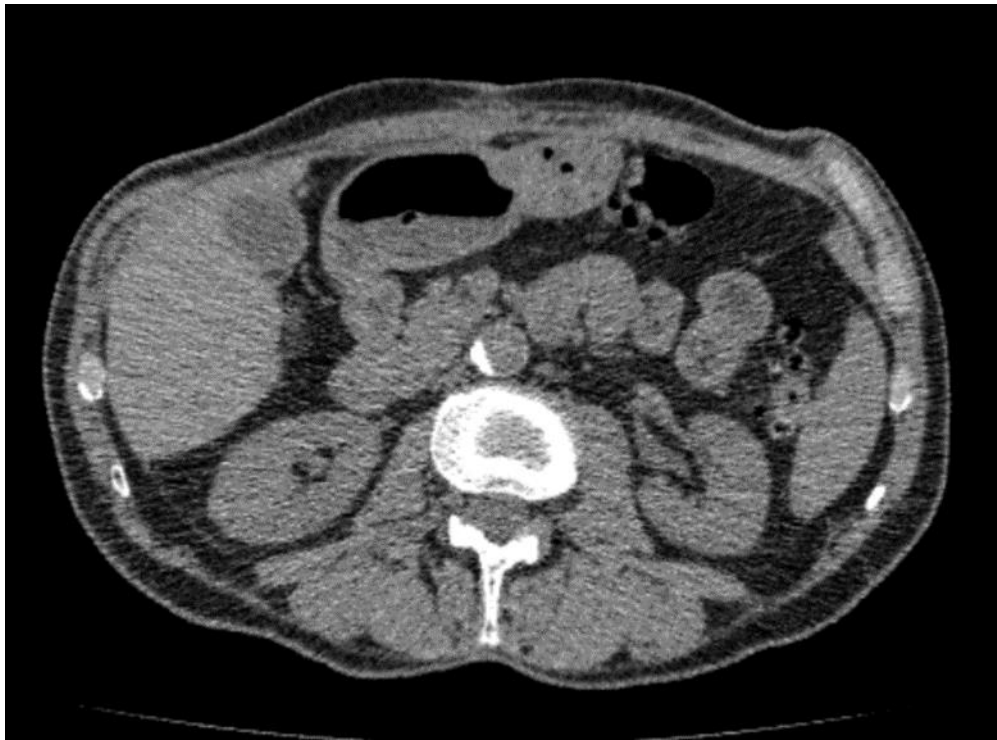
Снимок КТ передней брюшной стенки пациента С. на контрольном осмотре через 12 месяцев
